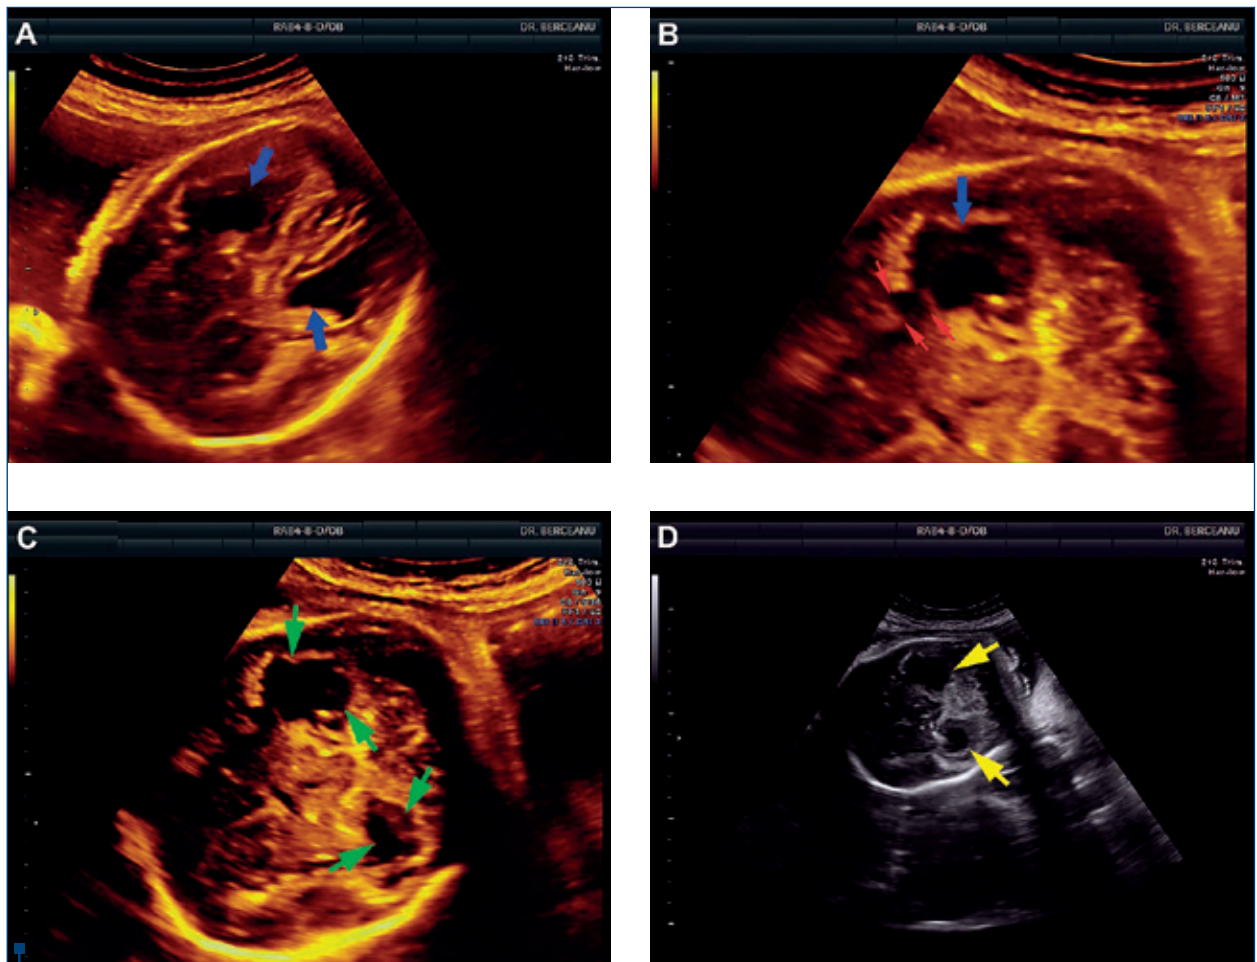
A. Imagine ultrasonografică transabdominală, secțiune transversală a capului fetal, demonstrând leziuni cerebrale distructive, porencefalie, distrucție cerebrală cu formarea cavităților chistice (săgeți albastre groase). B. Chist porencefalic cu localizare temporo-occipitală (săgeată albastră groasă). Formațiunea comunică cu ventriculul lateral (săgeți roșii subțiri). C, D. Porencefalie severă, arii chistice la nivelul emisferelor cerebrale. Imagini transversale demonstrând bilateralitatea leziunilor în același plan (C.: săgeți verzi, D.: săgeți galbene)
